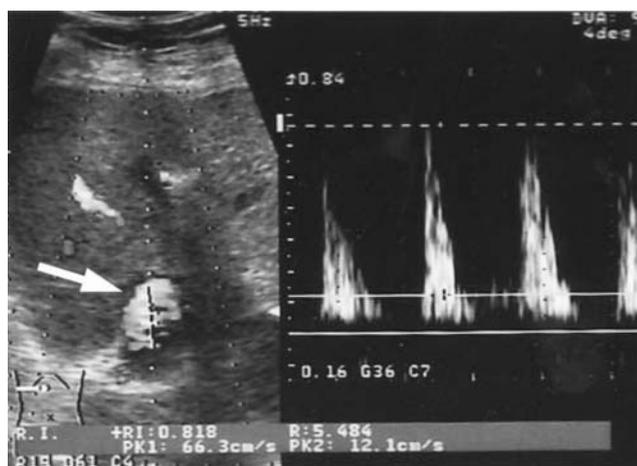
ドップラーエコーでは内部血流シグナルを認める
